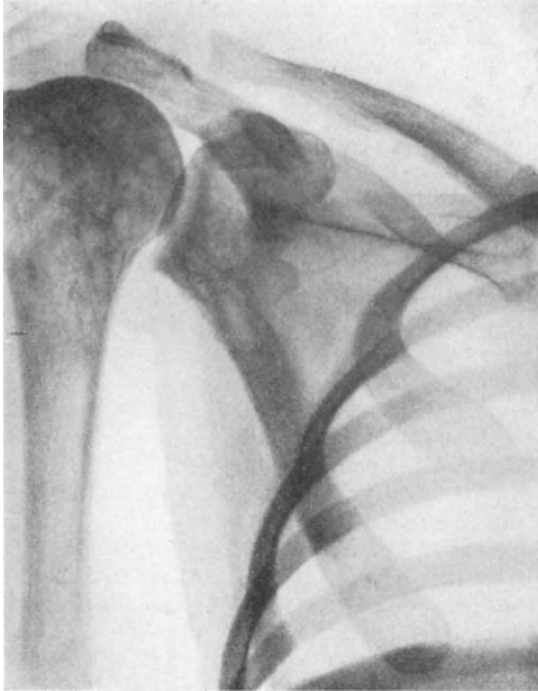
Knochenstruktur im Röntgenbild bei VAUGHANScher Myelosklerose. (Aus VAUGHAN und HARRISON.)
